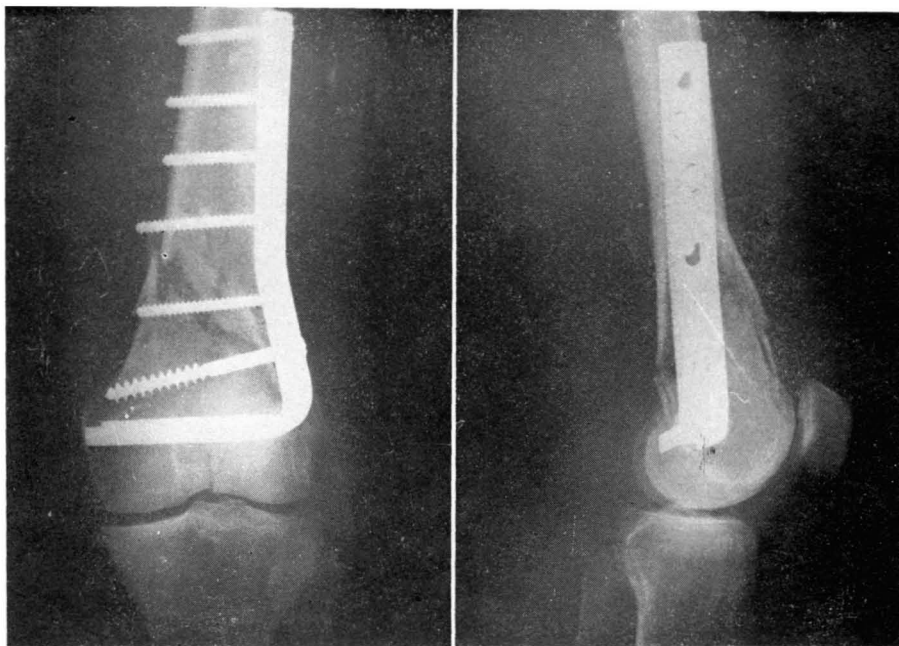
Radiografías postoperatorias del mismo caso.
